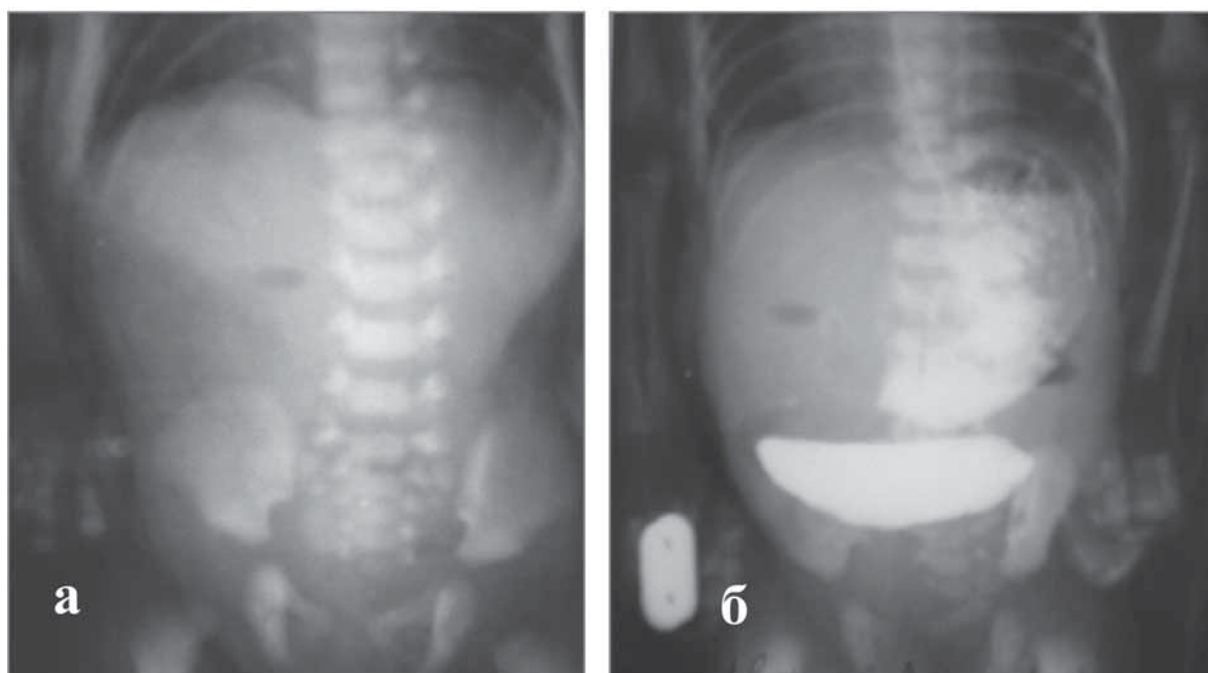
Ребенок К., 5-е сутки: а — обзорная рентгенограмма брюшной полости. Острая форма болезни Гиршпрунга; б — рентгеноконтрастное исследование ректосигмоидальной зоны толстой кишки – зона сужения указана стрелками
